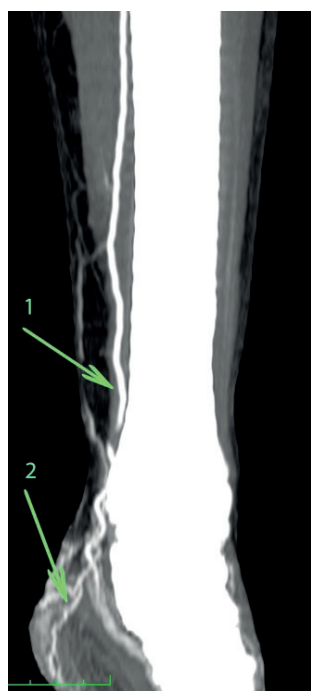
КТ-АГ с 3D реконструкцией. 1 – задняя большеберцовая артерия, 2 – патологическая васкуляризация опухоли, 3 – саркома.
